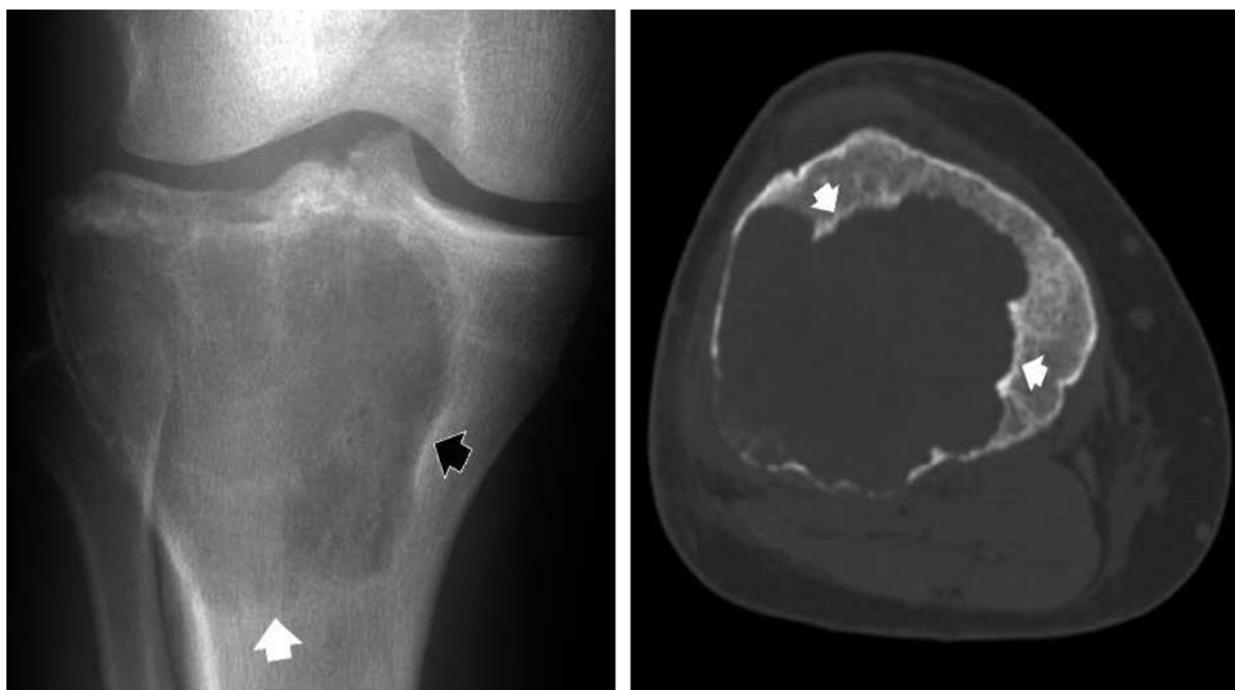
TCG chez une patiente de 23 ans. Lésion ostéolytique géographique métaphysaire épiphysaire tibiale proximale montrant des zones d'ostéosclérose marginale (flèche noire) et d'autres mal délimitées (flèche blanche). La TDM réalisée en fenêtrage osseux montre les zones d'ostéosclérose (Flèches) avec résorption endostale
